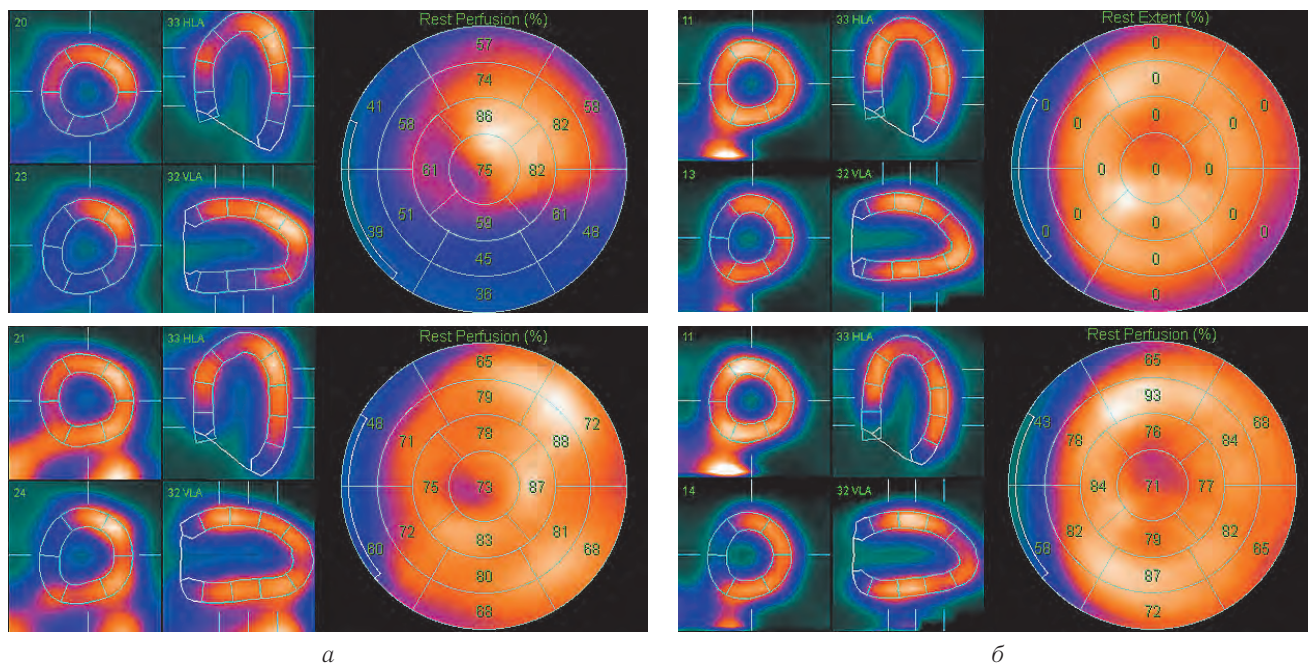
Основные варианты ложноположительных дефектов перфузии при сопоставлении изображений с коррекцией поглощения (АС, нижний ряд) и без нее (пАС, верхний ряд).
